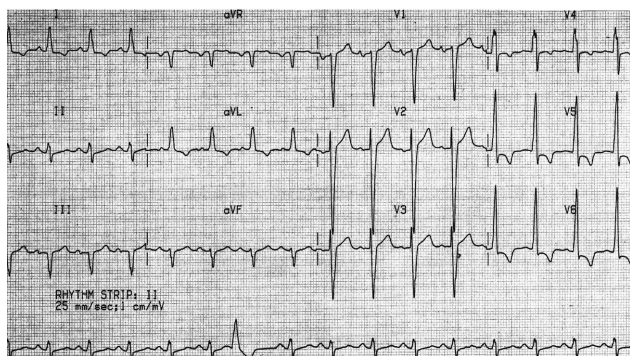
ЭКГ мужчины 56 лет с жалобами на одышку. При эхокардиографии диагностирован аортальный стеноз
